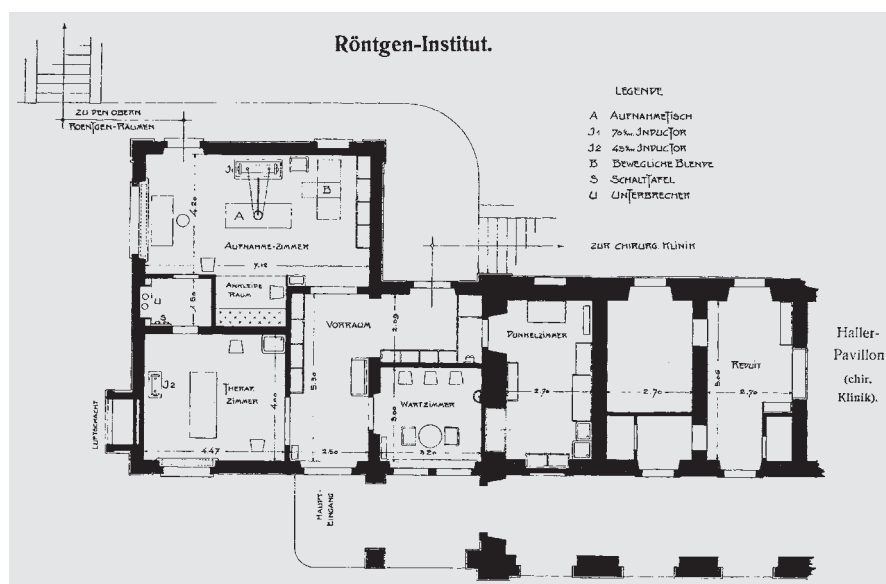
Der Erweiterungsbau des Röntgen-Institutes am Inselspital Bern (1906): Die funktionale Ausdifferenzierung von Räumen spiegelt die Anforderungen rationeller, kostengünstiger Betriebsabläufe im modernen Spital.
